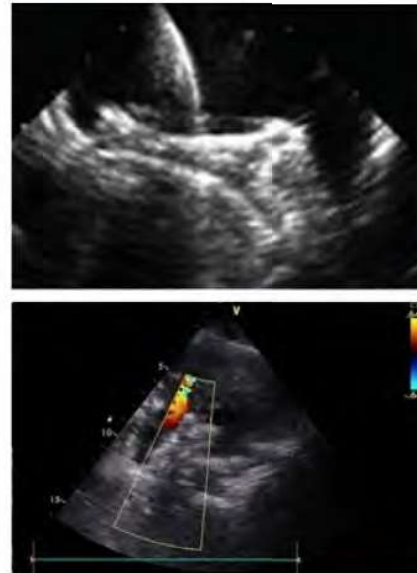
Déploiement de la prothèse sous Echocardiographie transthoracique et transoesophagienne
